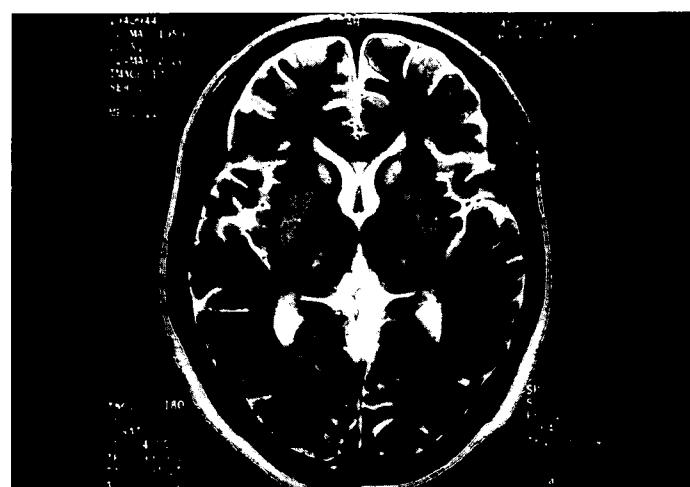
Brain MRI of the patient. T2-weighted axial image shows high signal intensities on both putamen, caudate and subthalamic nuclei.
